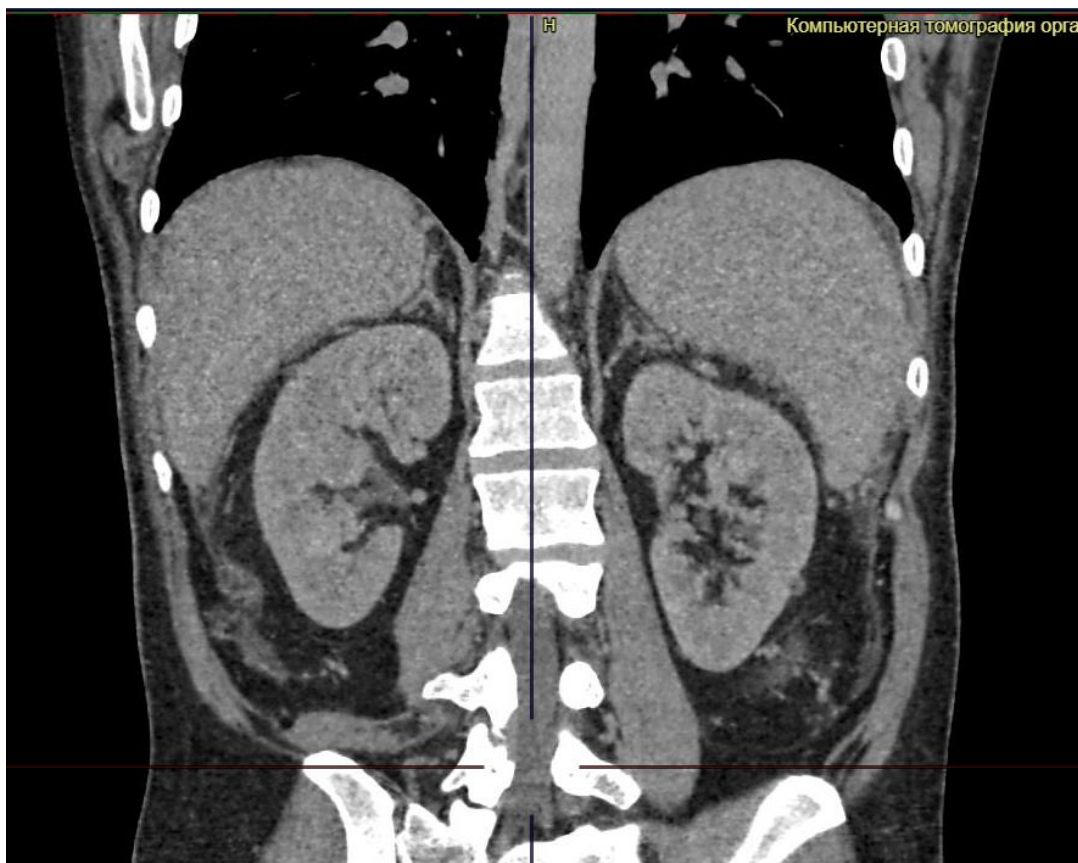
КТ органов брюшной полости с внутривенным контрастированием. Цирроз печени. Гиперспленизм.
